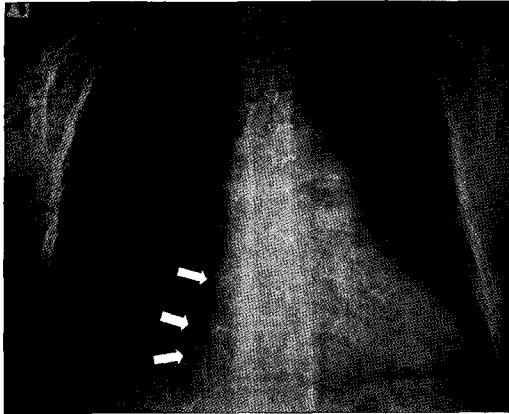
Chest radiograph shows soft tissue mass on the right cardiac border(arrow).
